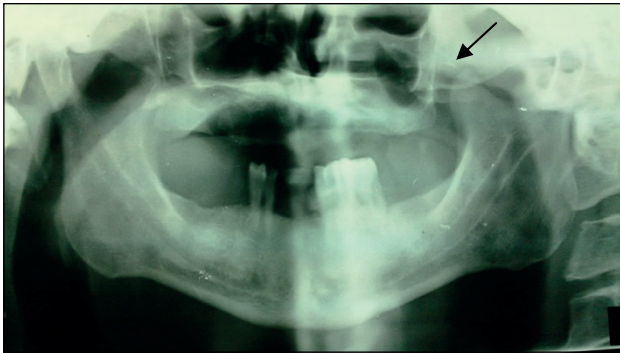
Radiographie panoramique : flèche montrant une opacité oblongue en regard de l'arcade zygomatique gauche.
